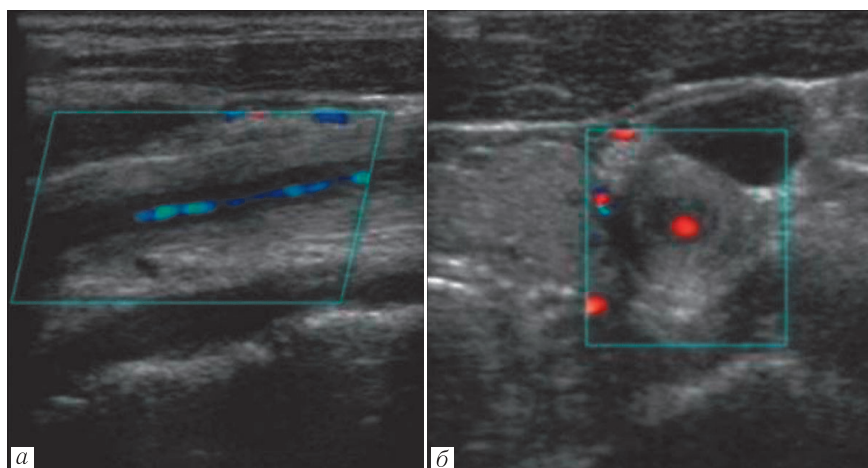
УЗИ общей сонной артерии 14-летней пациентки с НАТ, В-режим с цветовым доплеровским картированием: *а* — длинная ось; *б* — короткая ось. Отмечается однородное циркулярное утолщение стенки сосуда — «macaroni sign» [12]
